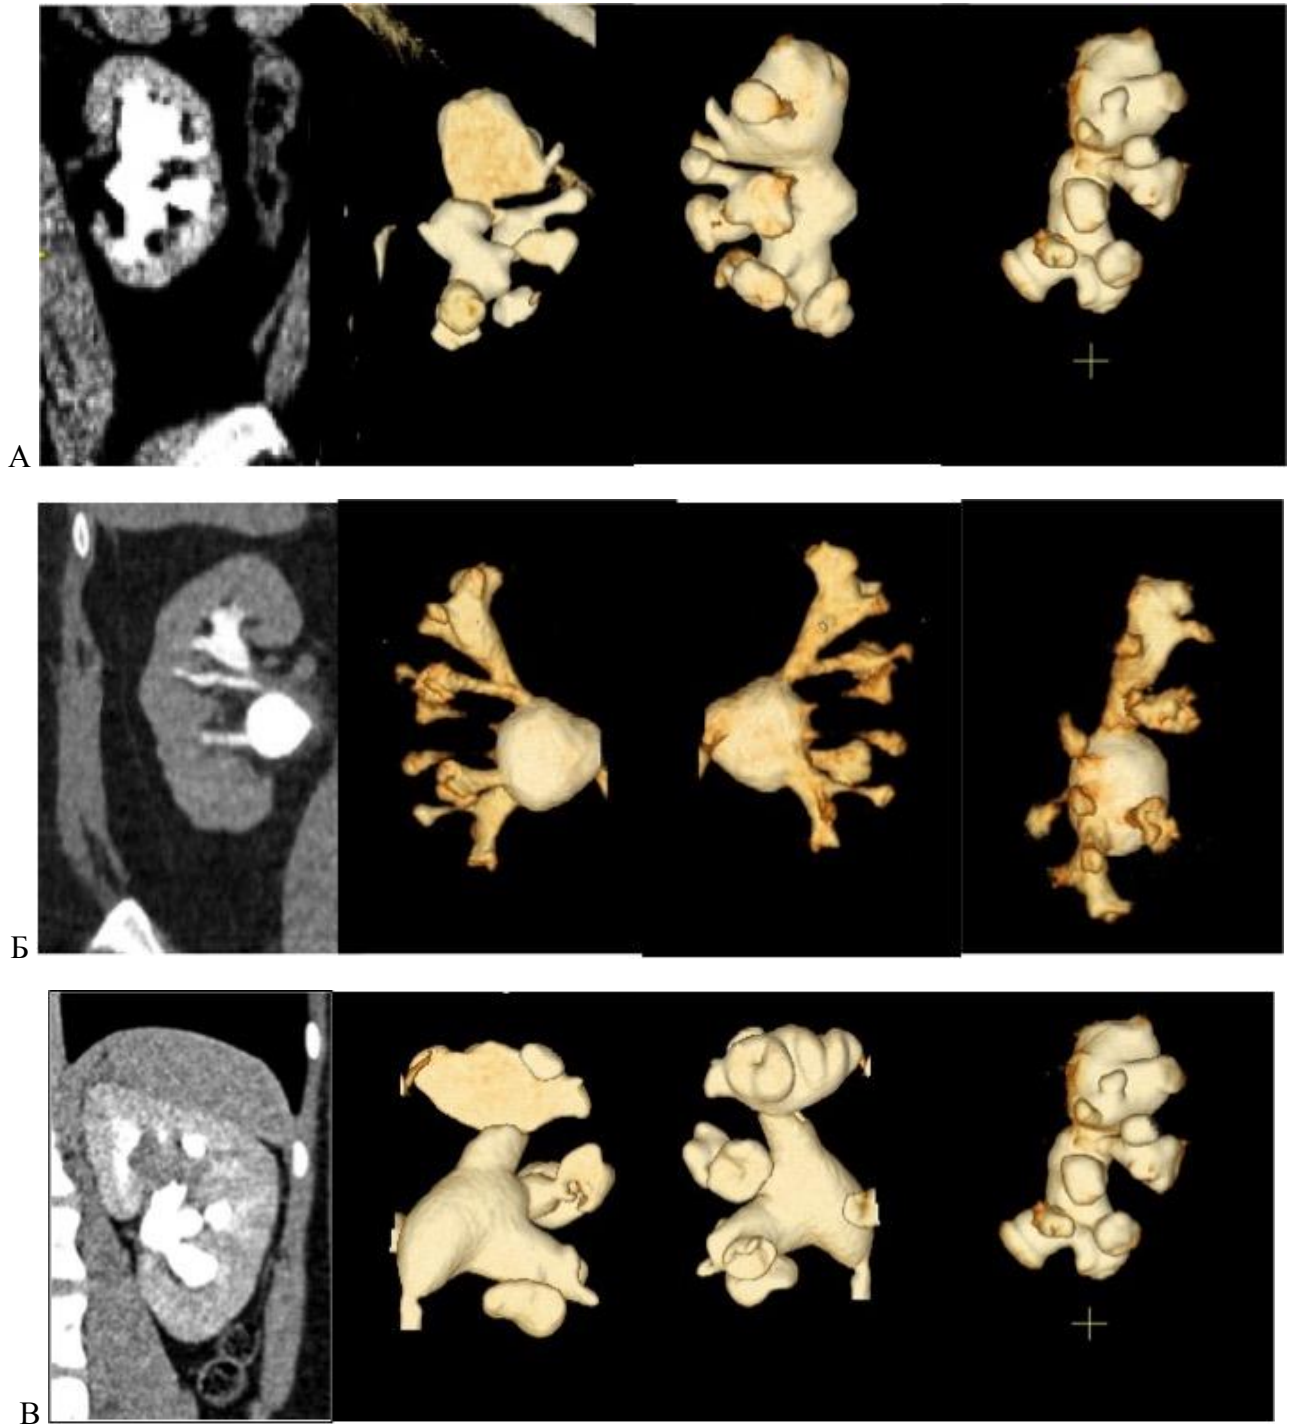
КТ сканы и 3D модели ЧЛС почки спереди, сзади и сбоку у трех больных (А, Б, В) перед ПНЛ
